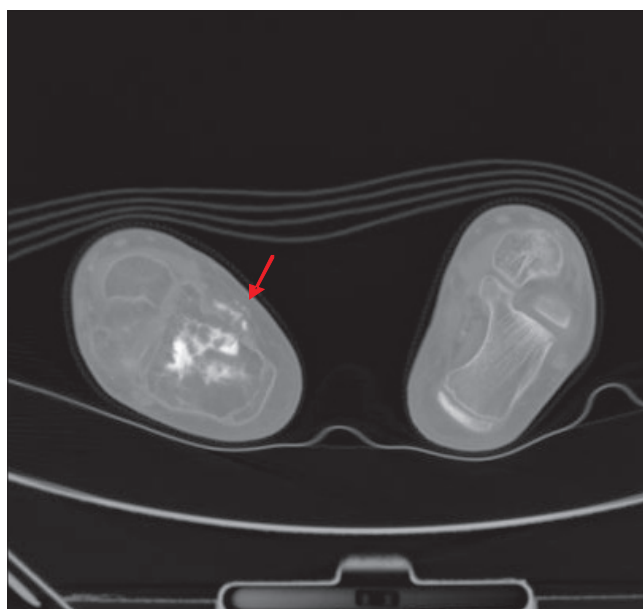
КТ-исследование после ПХТ
